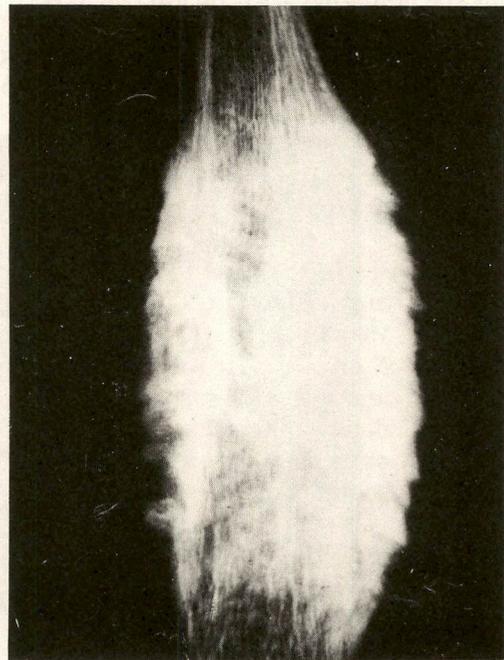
Radiografia da peça ressecada.
